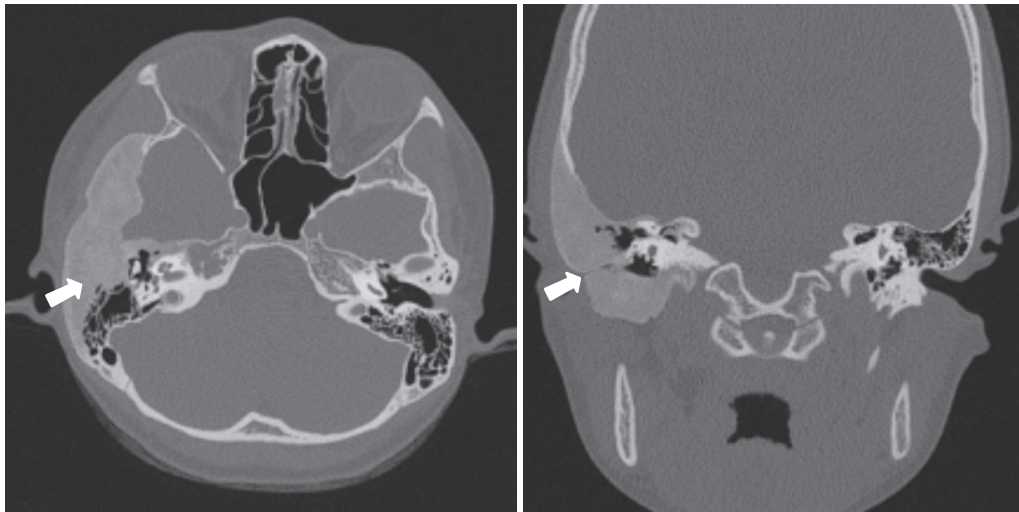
Axial (left) and coronal (right) temporal bone CT images, obtained 31 months after initial study, demonstrate near complete obliteration of the bony EAC with residual slit-like EAC lumen and more extension of the ground-glass opacity lesion (arrows).
